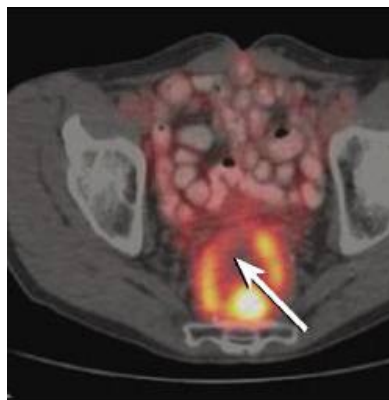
КТ: рак сигмовидної кишки*
